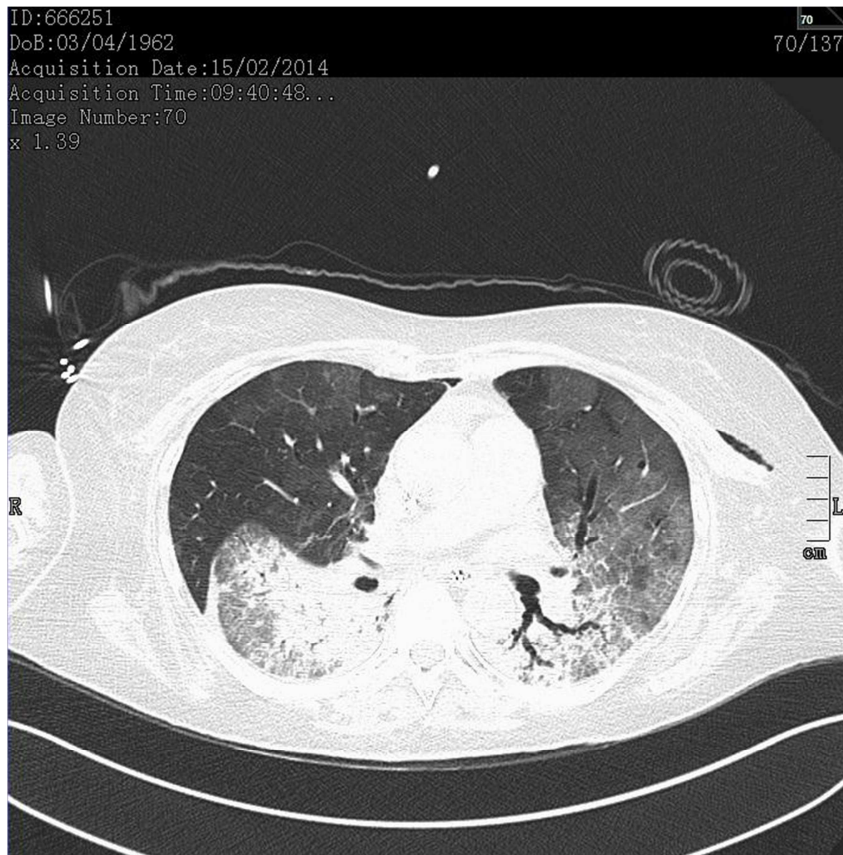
TAC simple de tórax la se observa la presencia de zona de condensación bibasal con broncograma e imagen de vidrio despulido.
